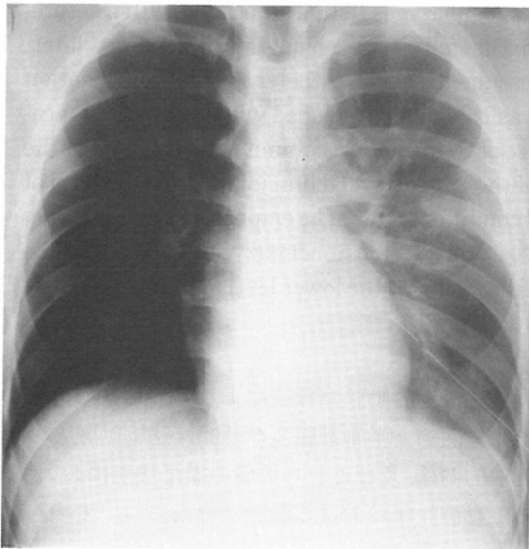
On the chest x-ray film taken following the chest-tube drainage, there is a marked improvement of the left hemithorax, but the obliteration of the left paravertebral line is still recognized.
